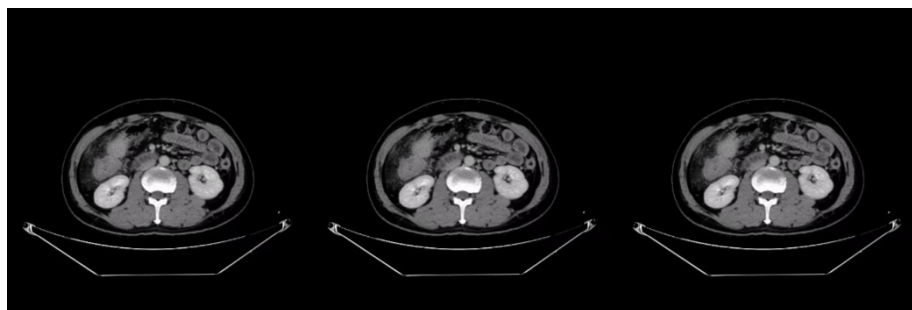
On March 9, 2021, upper abdominal CT showed colon cancer with surrounding infiltration, with no significant changes compared with the previous one
